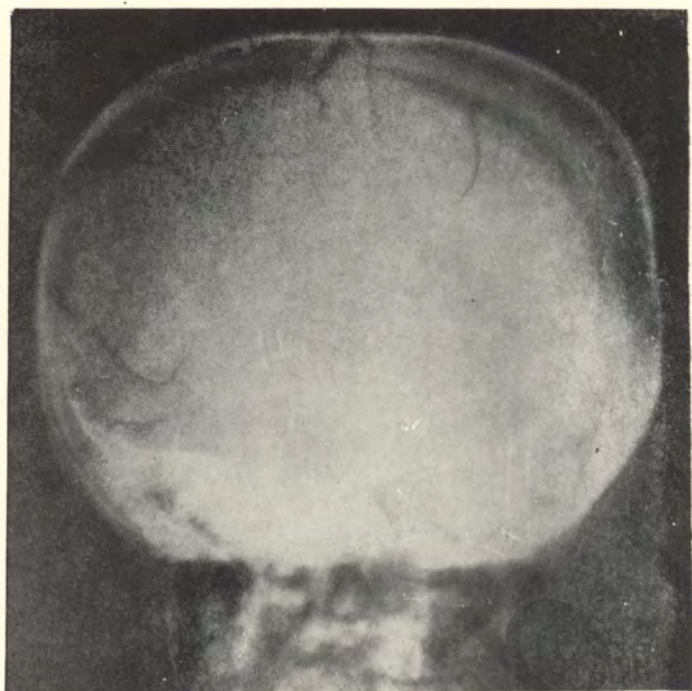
Рентгенограмма черепа больного 1 года 6 месяцев, получившего травму головы. Трещина, идущая от заднего отдела лобной кости через теменную кость до ламбдовидного шва.
